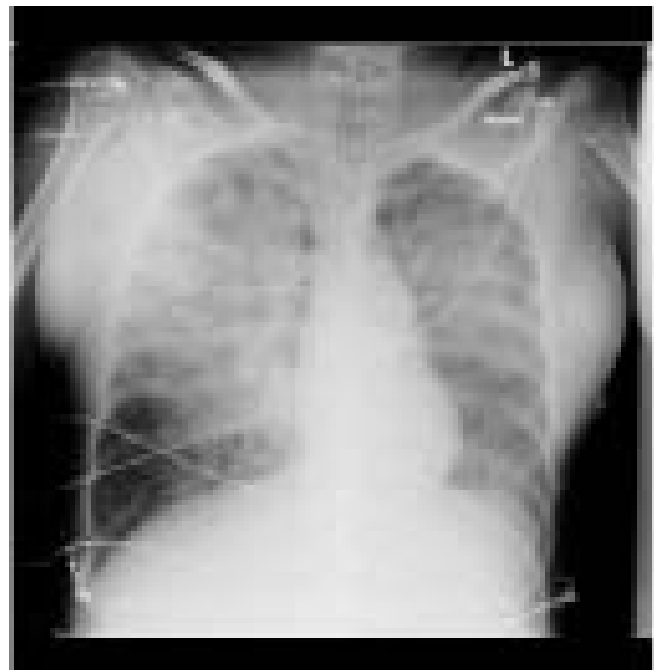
Röntgen-Thoraxbild 4 Stunden nach Ende der Operation
